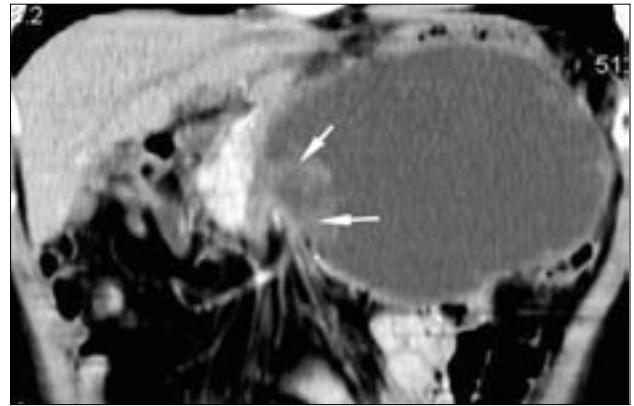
Компьютерная томограмма. Панкреатическая псевдокиста значительных размеров с пристеночными включениями мягкотканой плотности (стрелки).
